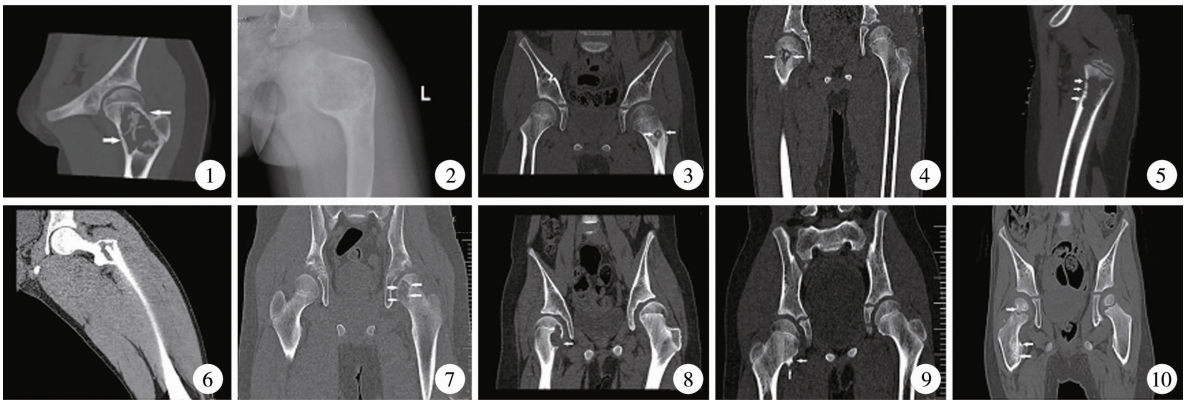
1例单纯性骨囊肿患儿CT冠状面片提示典型“碎片陷落征” 图2 1例纤维结构不良患儿X线片提示“牧羊拐畸形” 图3 1例骨样骨瘤患儿CT冠状面片提示左股骨颈偏外侧局部骨质密度减低,内见结节状致密影,边缘可见硬化边 图4 1例慢性骨髓炎患儿CT片 图5 1例朗格汉斯细胞组织细胞增生症患儿CT矢状面片提示右股骨近端骨皮质呈虫蚀样破坏,周围见骨膜反应 图6 1例非骨化性纤维瘤患儿CT冠状面片 图7 1例CB患儿CT冠状面片提示左股骨头骨质破坏,跨越骺板,破坏区低密度为主,可见残留骨片,骨皮质不连续 图8 1例内生软骨瘤患儿CT冠状面表现 图9 1例骨软骨瘤患儿CT冠状面片 图10 1例卡波西型血管内皮细胞瘤患儿CT冠状面片
